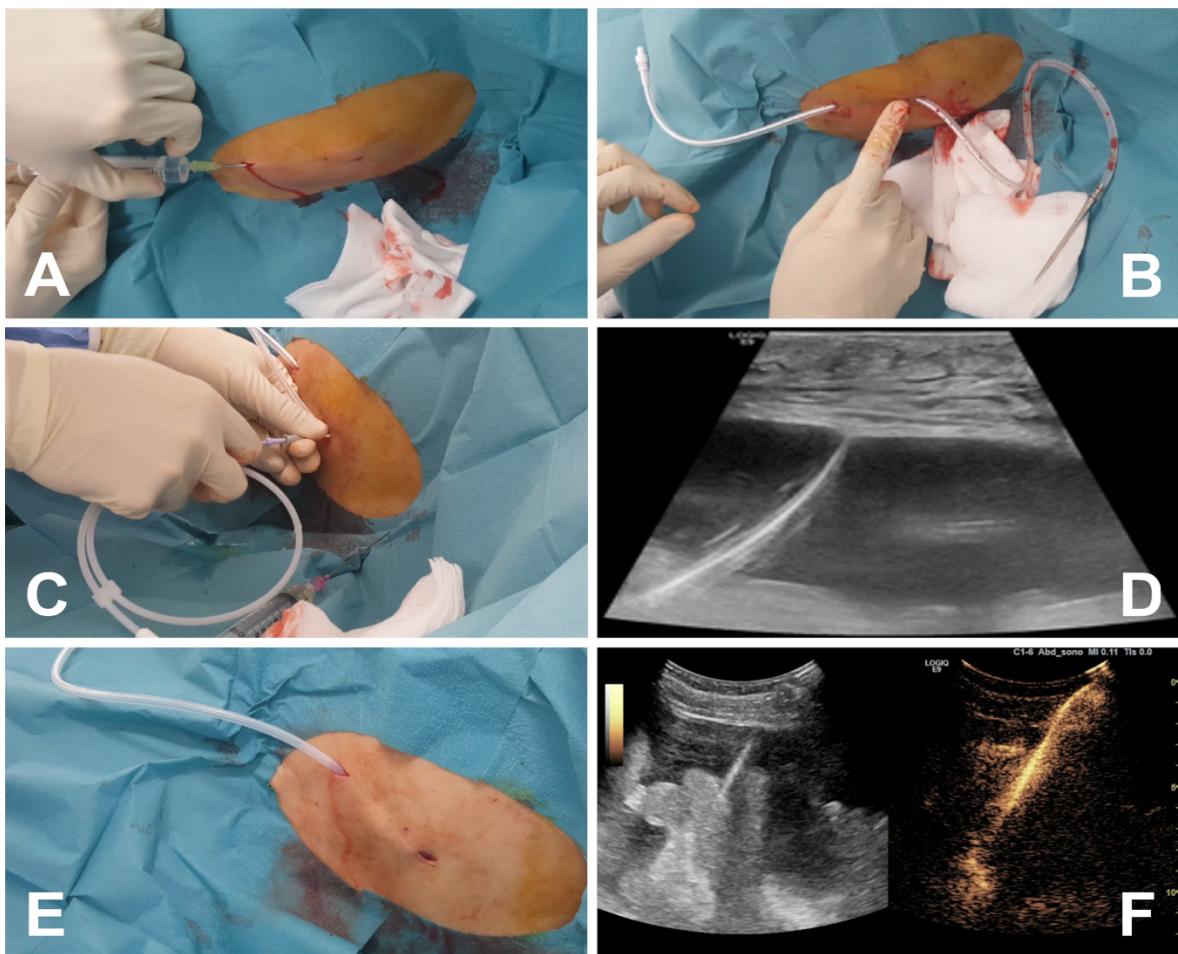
Implantation des PleurX getunnelten Asziteskatheters. (A) Stichinzision der Ein- bzw. Austrittsstelle und Lokalanästhesie des Tunnels. (B) Die Fingerspitze zeigt die Position der Polyestermanschette innerhalb des Tunnels an. (C) Punktion und Drahteinlage. (D) Sonografische Kontrolle des Führungsdrahtes in der Abdominalhöhle. (E) Nach der Entfernung der Splitschleuse befindet sich der fenestrierte Anteil der Drainage intraabdominell. (F) Optional kann die intraabdominelle Position der Drainage kontrastmittelgestützt dargestellt werden.
